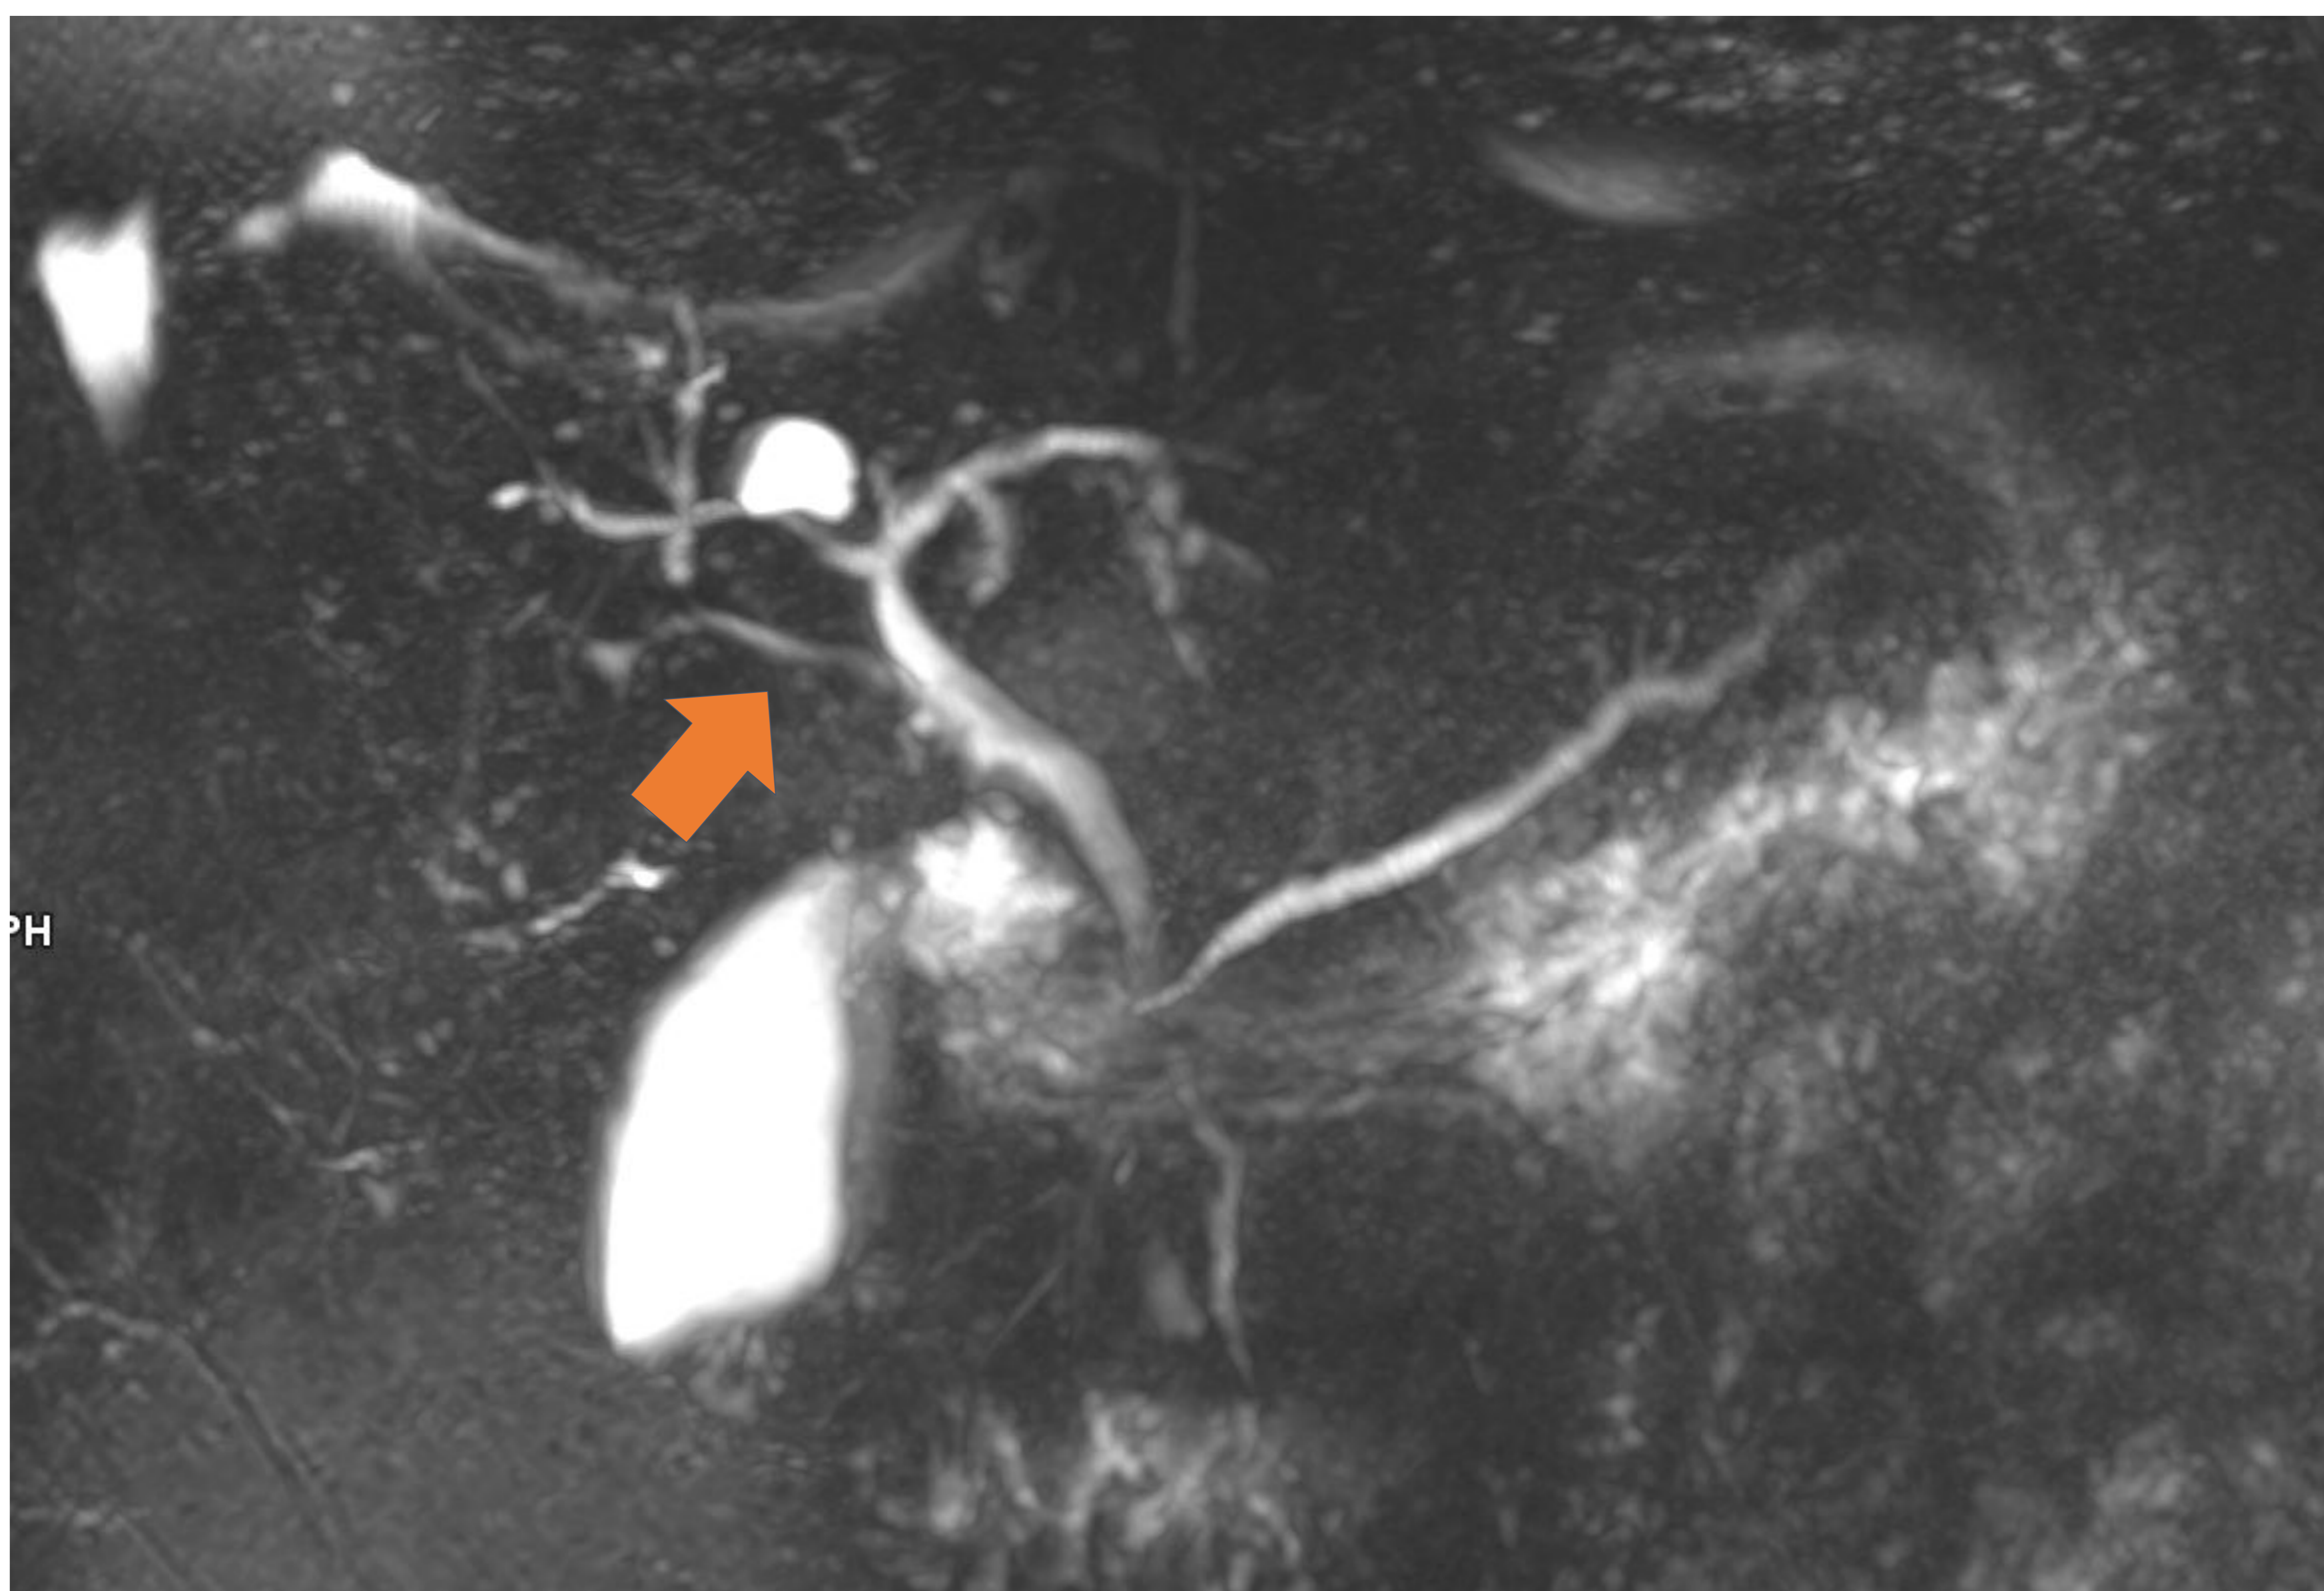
Reconstrucción tridimensional con orientación oblicua-coronal de colangio-RM potenciada en T2. De forma incidental se identifica un conducto hepático derecho aberrante (flecha), hallazgo relevante de cara a posibles intervenciones quirúrgicas en un futuro. HUGCDN.*
